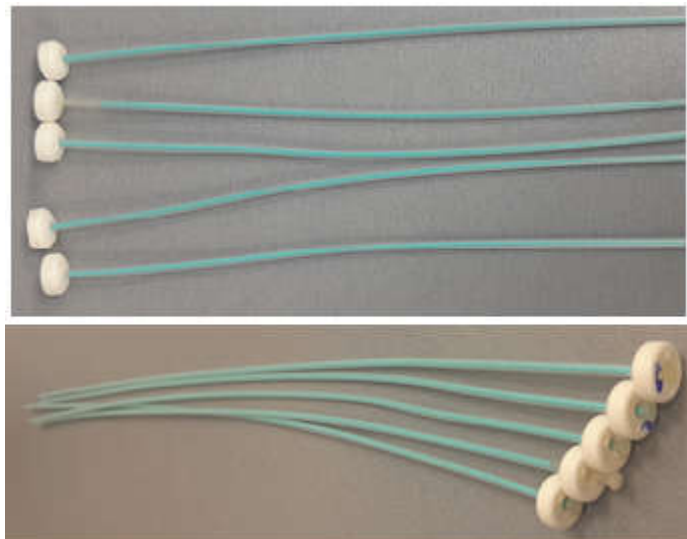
Tubes d'implant flexible 6F CT/MR.
